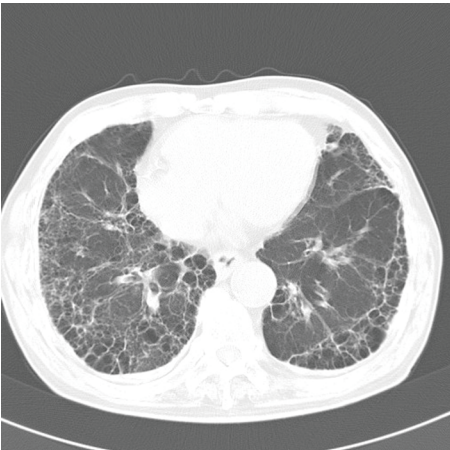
初診後2年のCT。胸膜直下に気腫化を伴う間質性変化を伴う。
